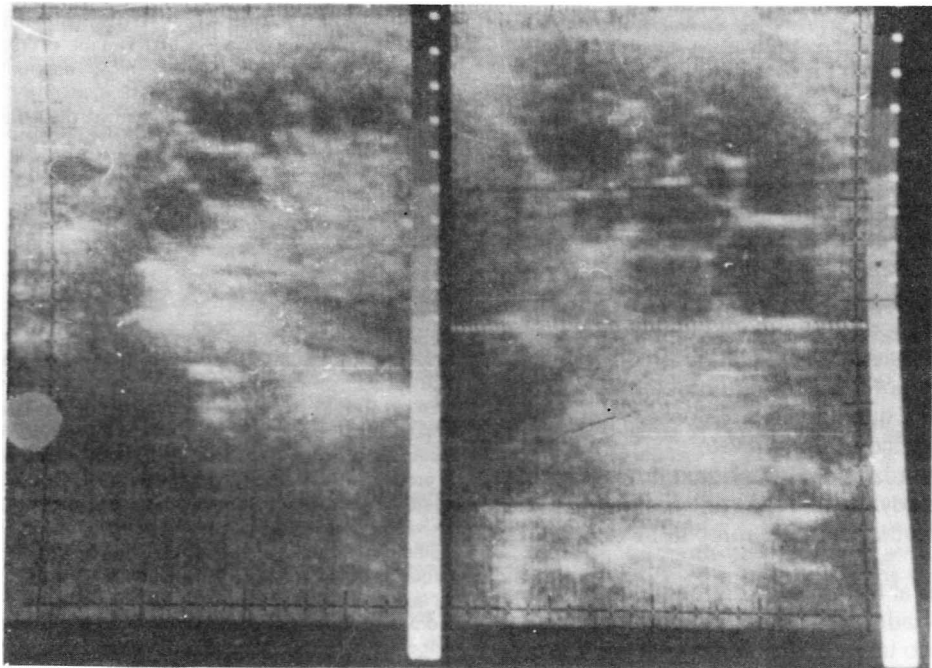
Ecografía (caso 5) de la logia esplénica. Imagen quística tabicada "en panal de abeja" característica de la vesiculización endógena.
